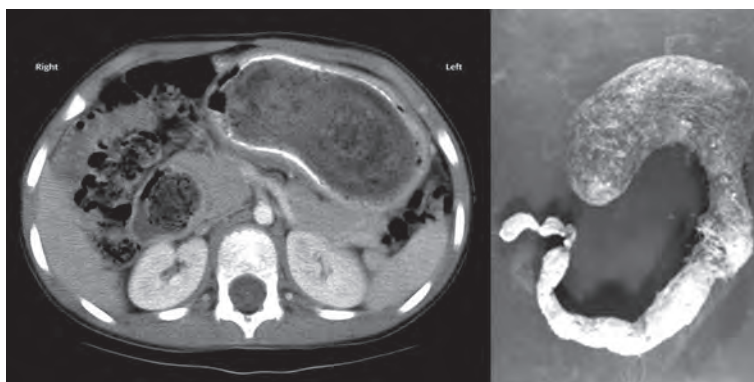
Компьютерная томография живота (слева) и обызвествлённый слепок из волос (справа), извлечённый из тонкой кишки при лапаротомии у пациентки с синдромом Рапунцеля
